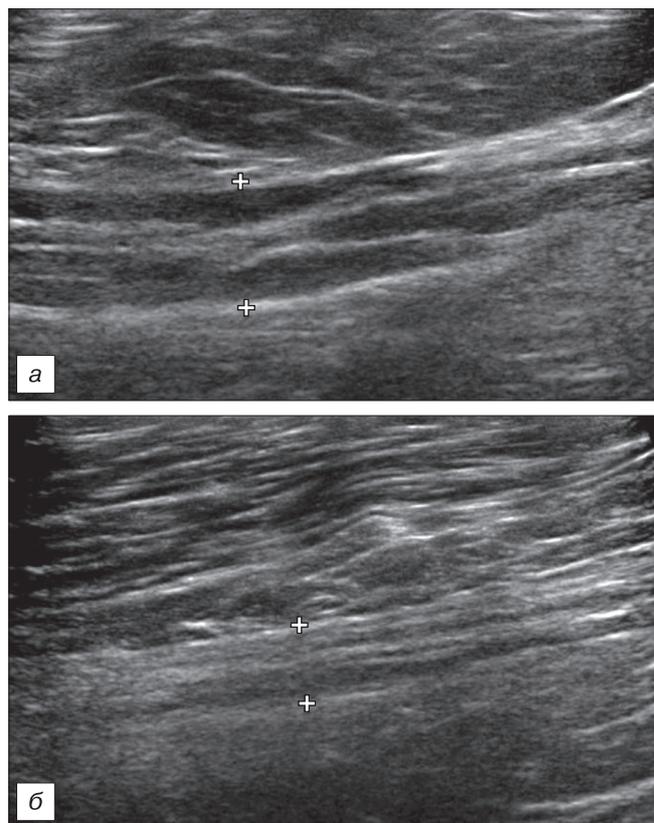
УЗИ большеберцовых нервов пациента Ш., 49 л. *а* — в правом большеберцовом нерве пациента выявляется сегментарное расширение нерва за счет неравномерного расширения внутривольных фасцикул (помечены крестами). *б* — в левом нерве отмечается истончение фасцикулярного компонента и за счет этого преобладание интерстициального компонента; нерв меньших размеров по сравнению с правым.
